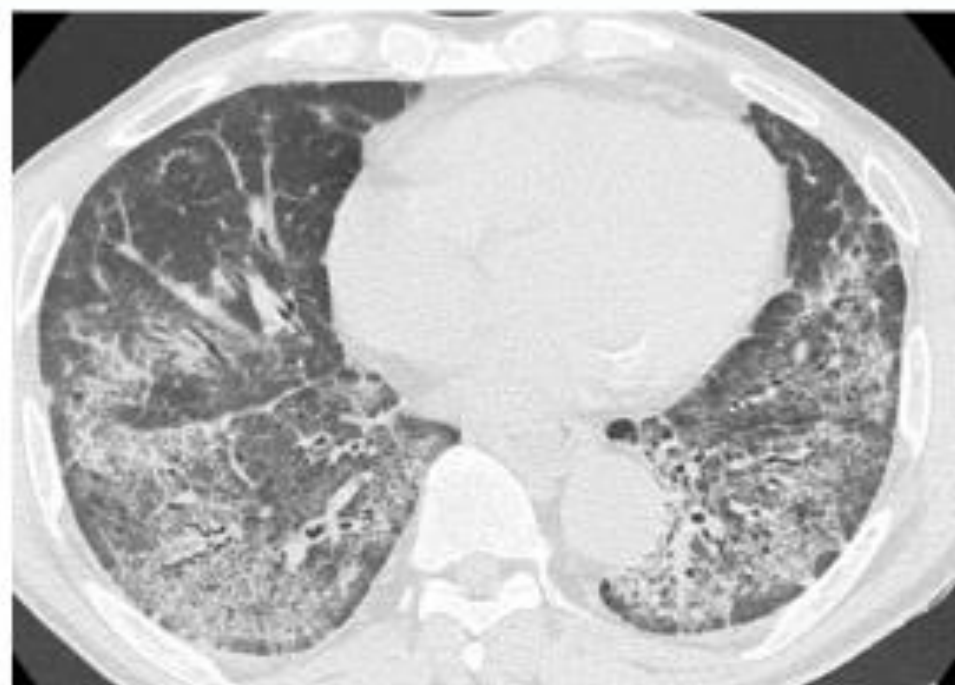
Patient de 68 ans atteint de dermatomyosite ayant une atteinte pulmonaire de type pneumopathie interstitielle non spécifique. Acquisition TDM montrant la présence de réticulations intralobulaires associées à du « verre dépoli » avec bronchectasies par traction et relatif respect de la zone sous-corticale. Prédominance postérieure et basale des lésions.
